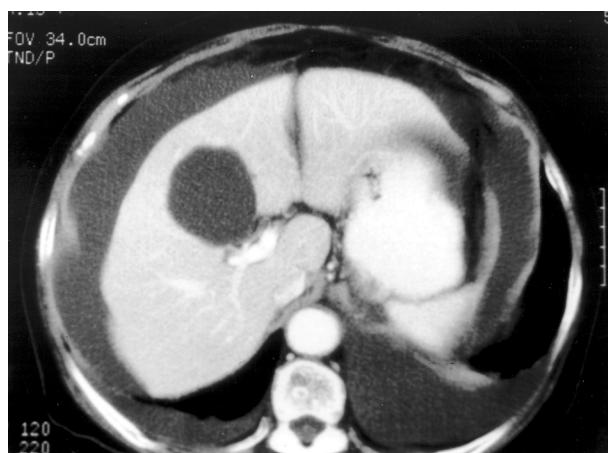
Abdomen CT scan shows both pleural effusion and ascites.
